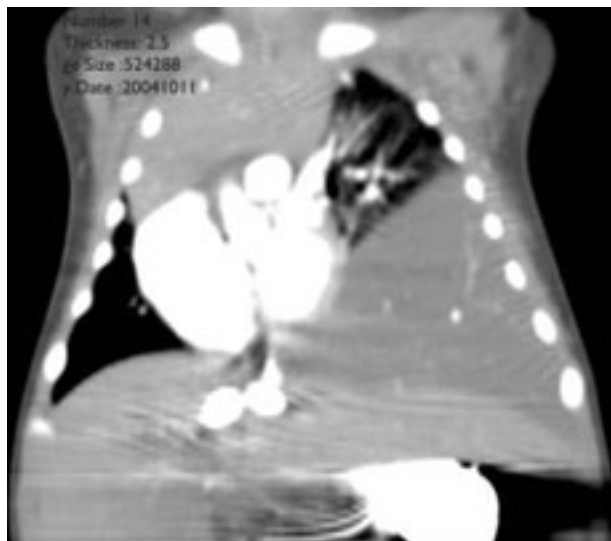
TAC de tórax contrastado donde se observa masa en el interior del hemitórax izquierdo que condiciona efecto compresivo sobre el pulmón correspondiente y desplaza el mediastino hacia la derecha.
